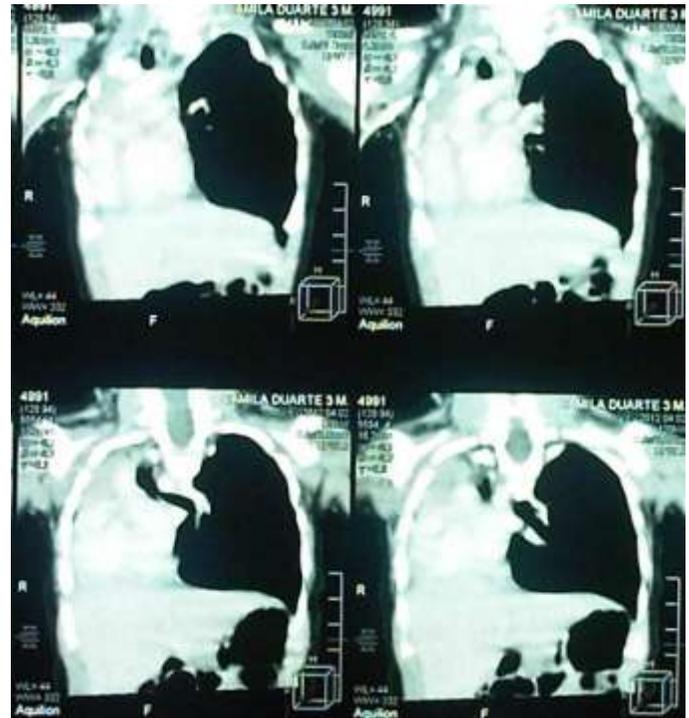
Tomografía de tórax, corte sagital. Ausencia de parénquima pulmonar derecho, adecuada transparencia del parénquima pulmonar izquierdo que se extiende a hemitórax derecho. Silueta cardíaca de configuración normal, desplazada hacia a la derecha junto con elementos vasculares.
